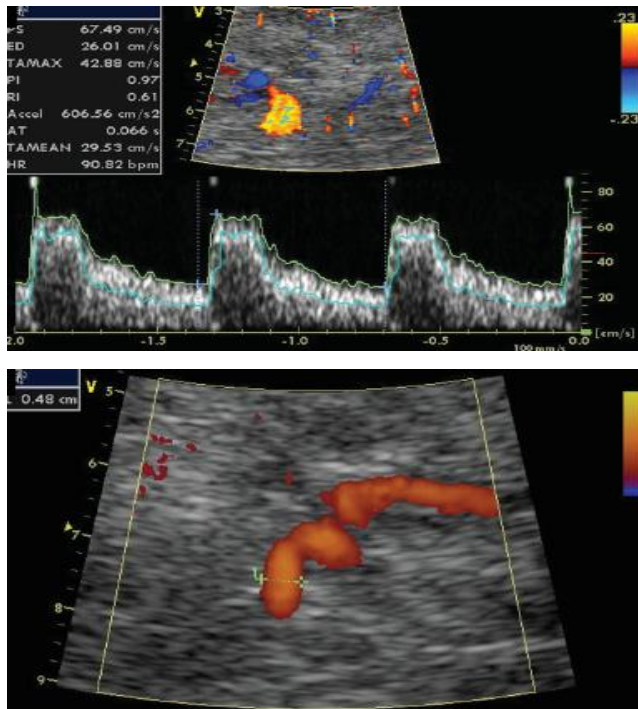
Tecnica di misurazione della portata uterina mediante angioDoppler imaging. Tratto da Acharya G, UOG. 2007;29:401-406.
